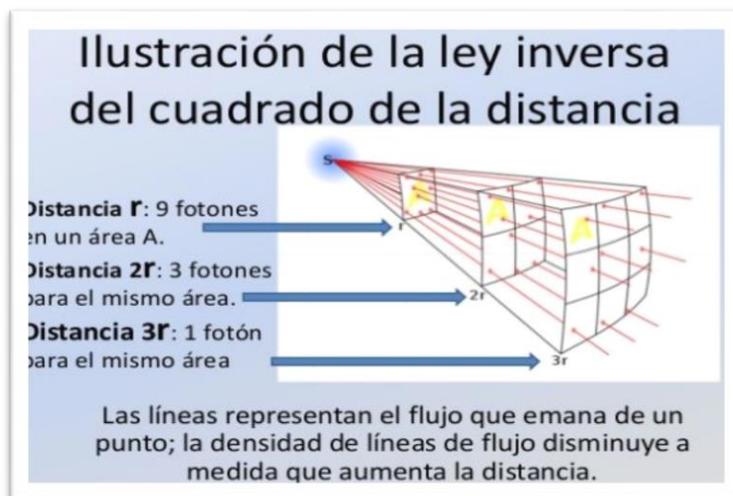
Radiografía portátil. (2013). Recuperado de: <https://es.slideshare.net/delacamaraegea/radiologa-portatil>
